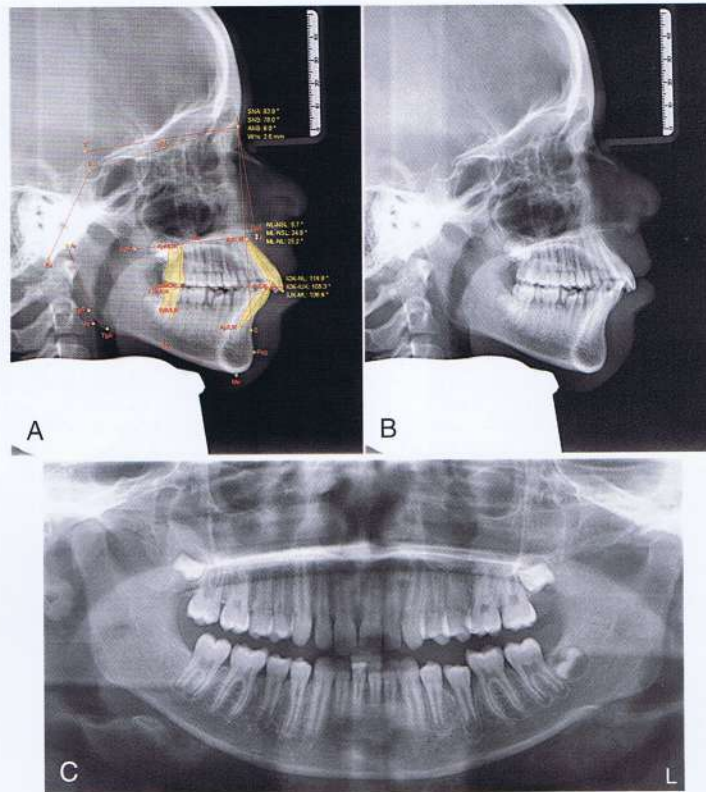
a 21 A y B, radiografías cefalométrica y (C) panorámica mostrando una Clase II dentoalveolar y una protuberancia anterior.
